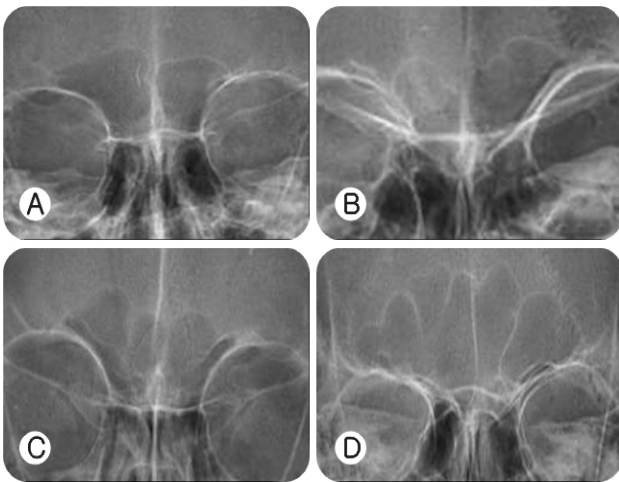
Antero-posterior radiographs of the frontal sinus. Note the code number for expression of each frontal sinus pattern. A: 1121100, B: 1111200, C: 2323133, D: 4115333.
